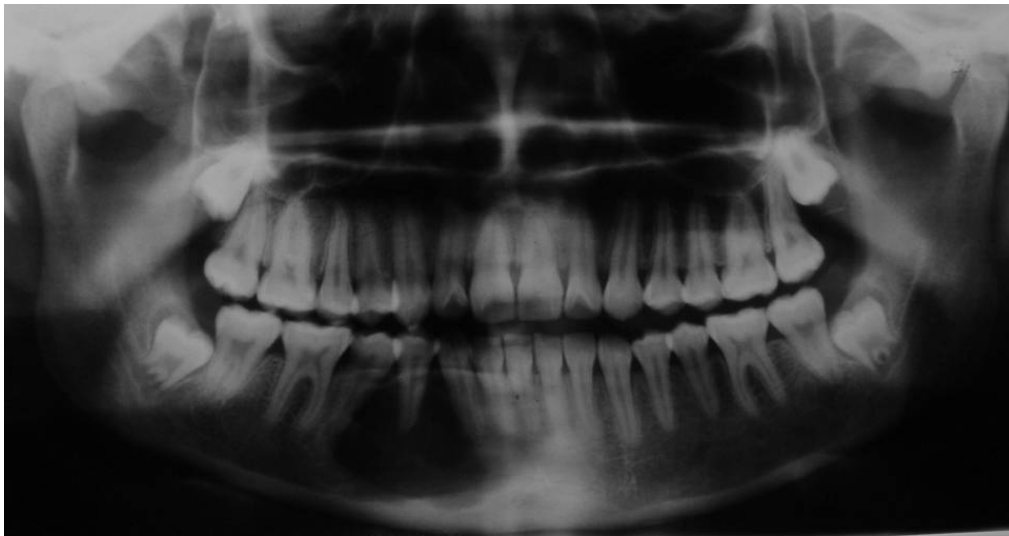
Radiografía panorámica de paciente femenino de 17 años de edad que presenta lesión mixta en el cuerpo de la mandíbula del lado derecho a nivel de premolares.
